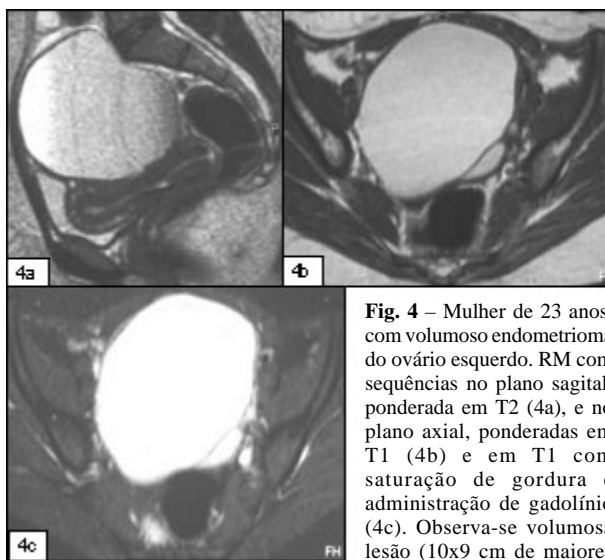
Mulher de 23 anos, com volumoso endometrioma do ovário esquerdo. RM com sequências no plano sagital, ponderada em T2 (4a), e no plano axial, ponderadas em T1 (4b) e em T1 com saturação de gordura e administração de gadolínio (4c). Observa-se volumosa lesão (10x9 cm de maiores eixos), com origem no ovário esquerdo, nodular, de paredes finas e conteúdo líquido homogêneo, apresentando hipersinal em T2 e em T1. No estudo com saturação de gordura e contraste paramagnético a lesão mantém o hipersinal, confirmando o seu conteúdo hemorrágico.
